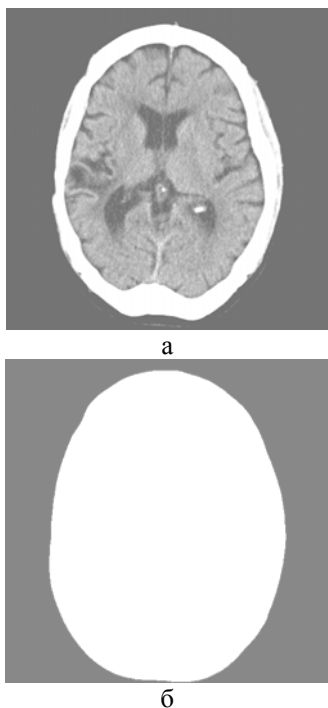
Томографические срезы : а – исходный срез; б – срез области головы
